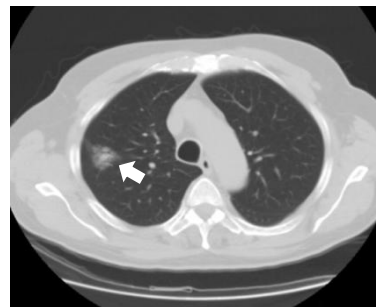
TC con NPS parcialmente sólido.
